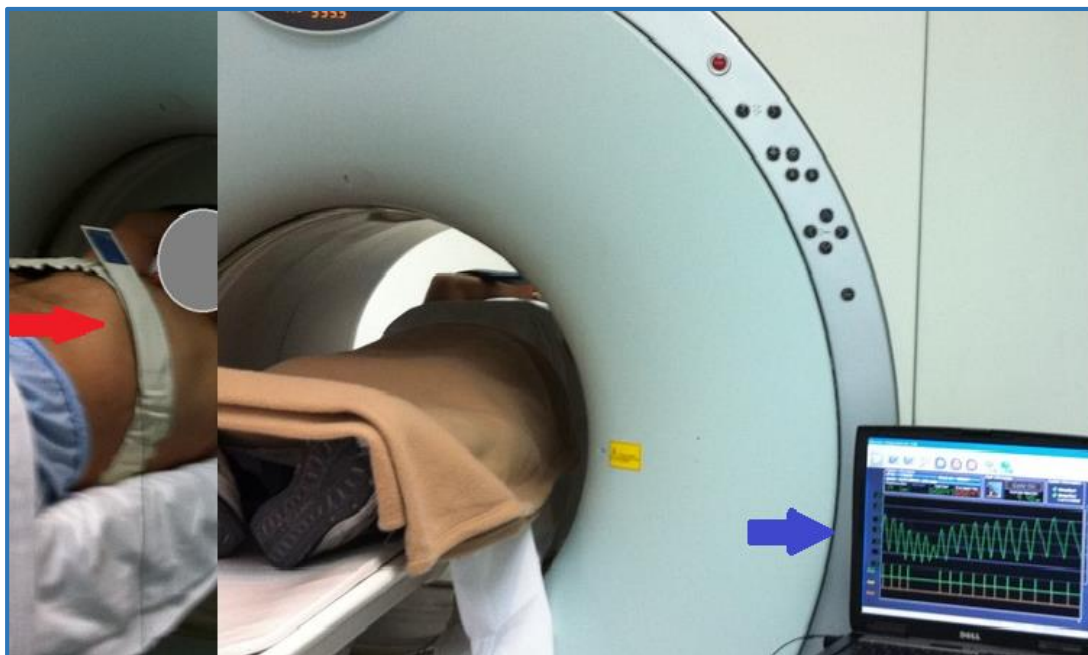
Adquisición PET-TAC con Gating respiratorio en paciente con Cáncer de pulmón (la flecha roja muestra el sensor que detecta el movimiento respiratorio y la flecha roja el trazado del ciclo respiratorio con el cual se sincroniza la adquisición en modo lista).
